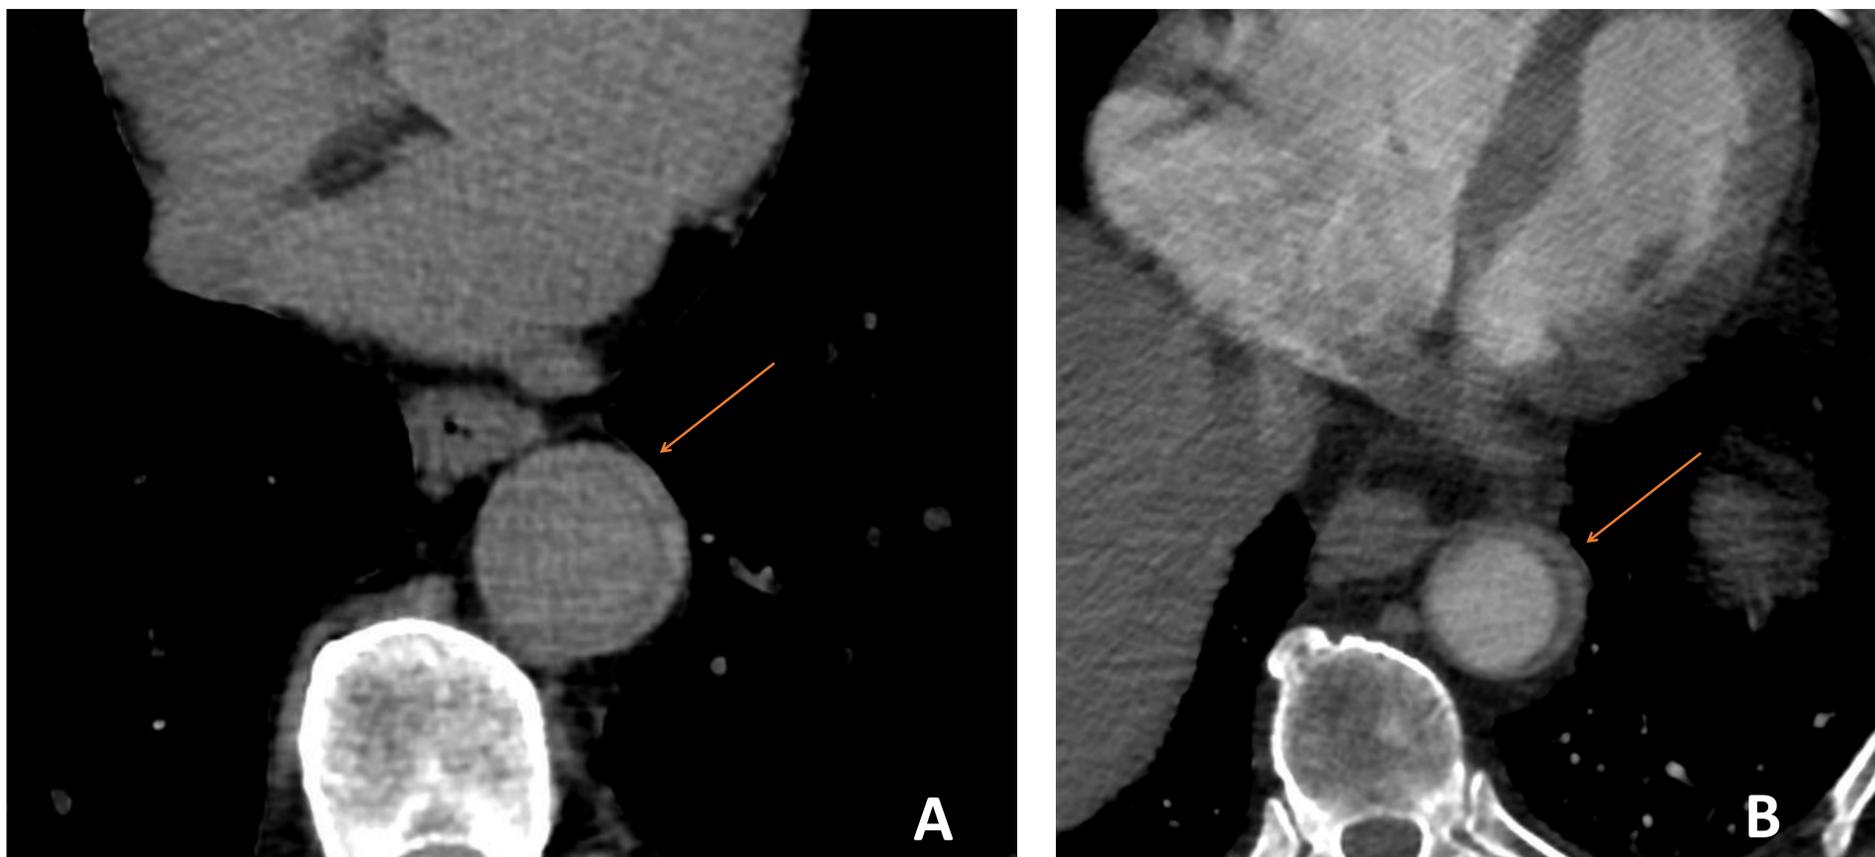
Hallazgos del hematoma intramural. A) TAC sin contraste donde se observa hiperdensidad semilunar aórtica de bordes lisos. B) TAC fase arterial del mismo paciente donde se identifica ausencia de realce del hematoma intramural.
